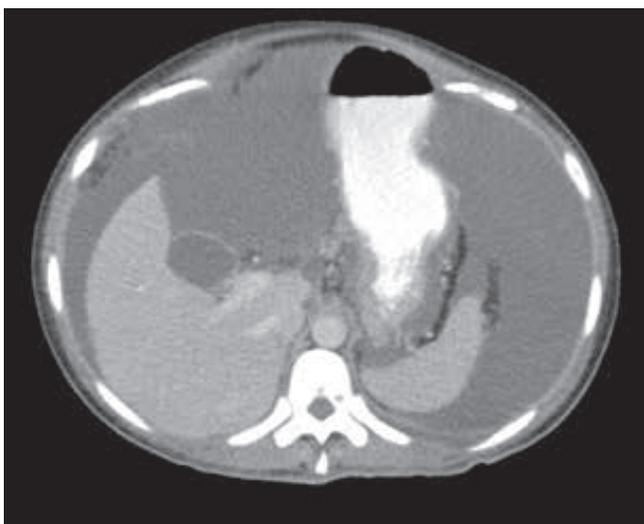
Tomografía abdominal con ascitis.
